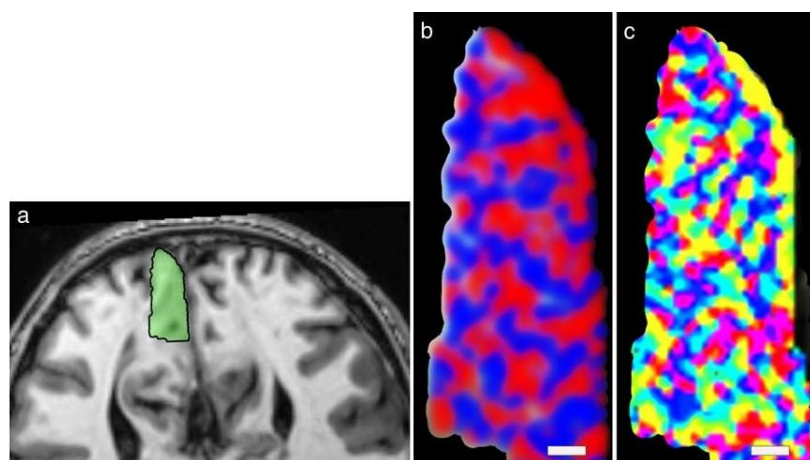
f-MRI della corteccia visiva primaria. (a) selezione di una regione di interesse o ROI parallela alla scissura calcarina b) e c) sono mappe funzionali costruite su ingrandimenti della ROI selezionata che rappresentano le colonne di dominanza oculare (ODC). b) I due colori, rosso e blu, rappresentano rispettivamente la stimolazione dell' occhio destro e sinistro c) la distribuzione del colore rappresenta il cambio di orientazione dello stimolo.* (Yacoub E. et al., 2008)^[12].
